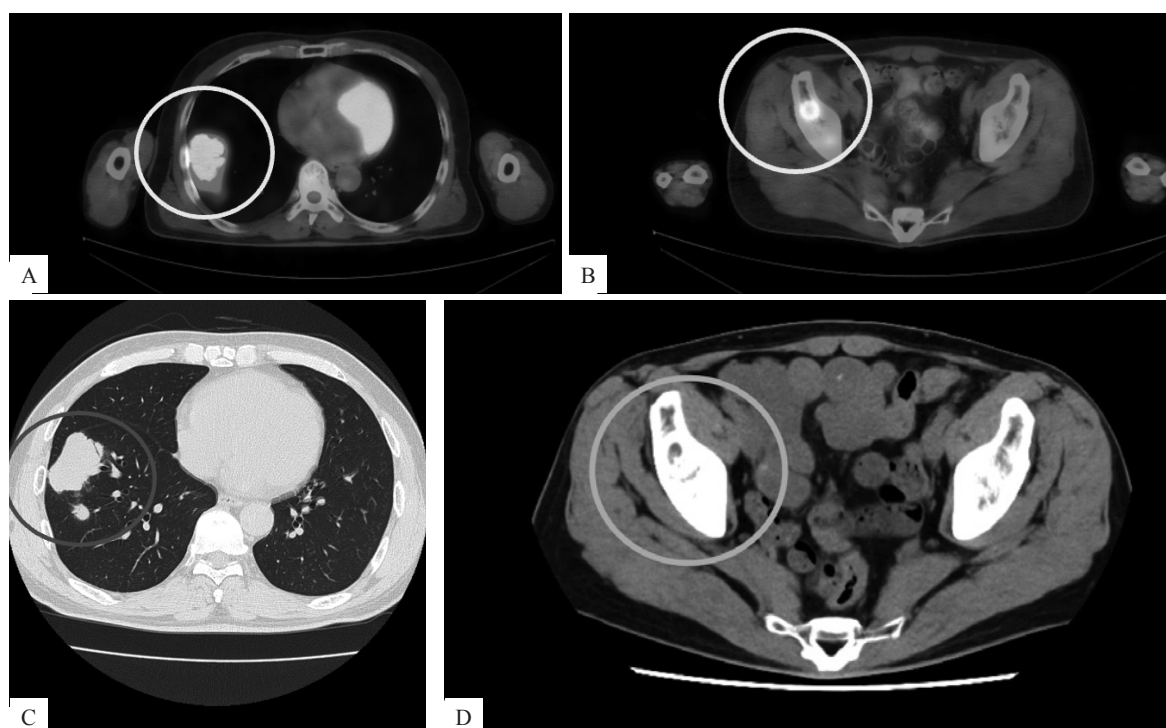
PET-CT (A, B) および単純CT (C, D) 所見
